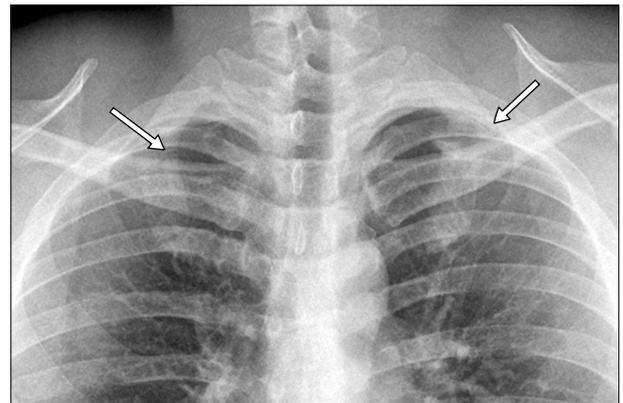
Chest radiograph showing acute linear fracture of right first rib and chronic fracture with hypertrophy of fracture margin of left first rib (arrows).
